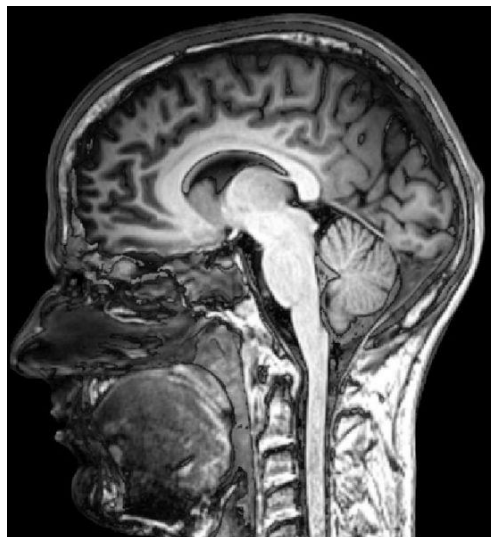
RM de un cerebro humano [7]
